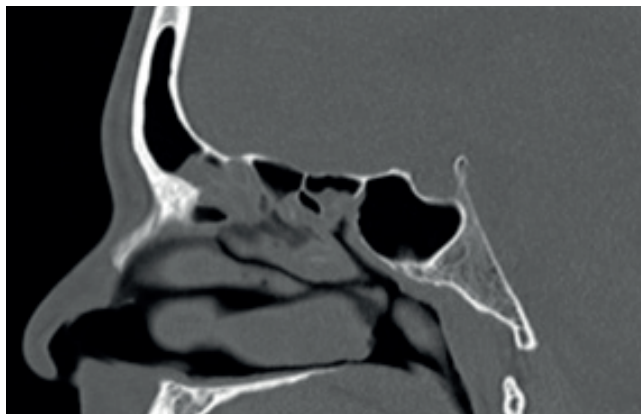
TC sagital en ventana ósea que muestra la neumatización del SE de tipo III sellar. Hospital Militar Central de Bogotá, Colombia; 2021.
